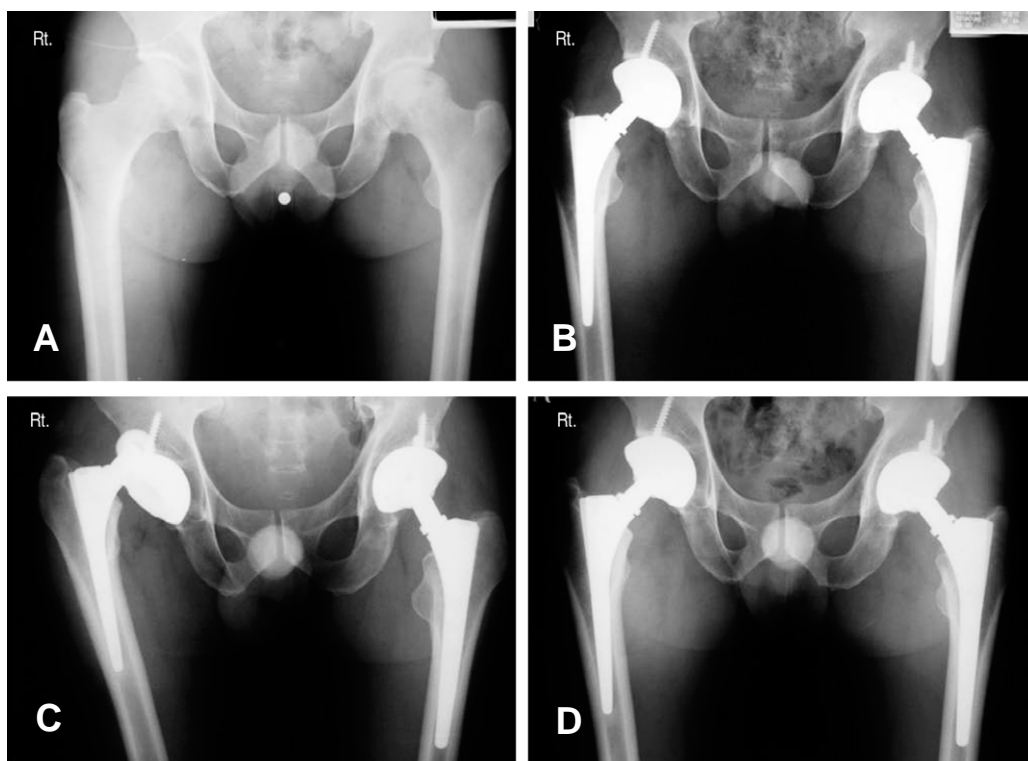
(A) Preoperative anteroposterior radiograph of a 41 years old male of bilateral avascular necrosis of the hip. (B) Immediate postoperative anteroposterior radiograph. (C) Rt. hip dislocation was developed at 5 days after total hip arthroplasty. (D) Anteroposterior radiograph at post-reduction 4 years shows stable fixation of cup and stem.
